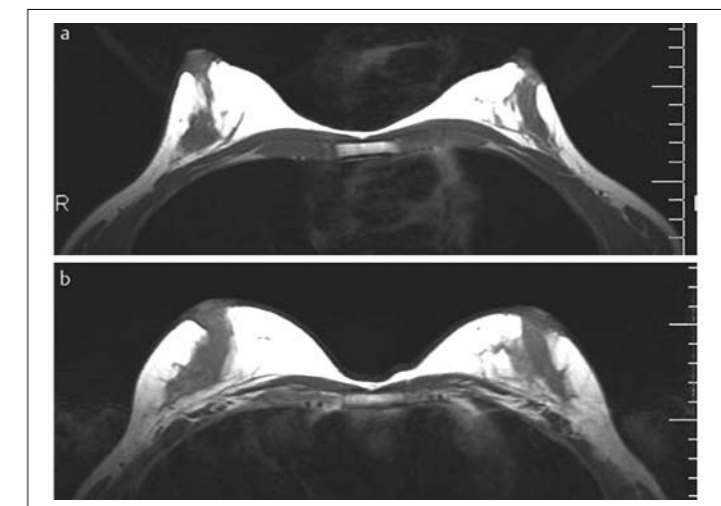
б МРТ до липотрансплантации и через 6 месяцев после нее 180 мл (справа) и 210 мл (слева) (общее количество).
